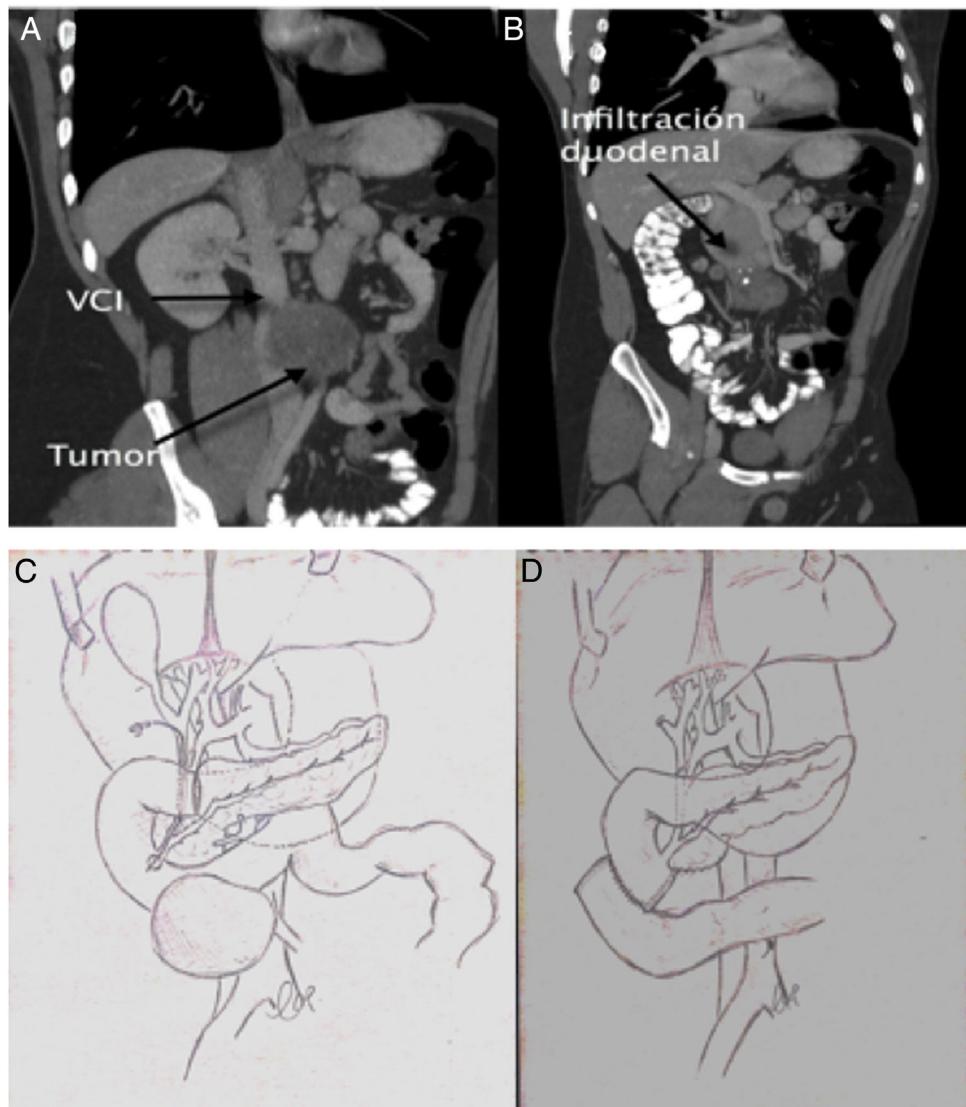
A y B) Imagen de la tomografía axial en cortes coronales de la lesión quística infiltrando duodeno y grandes vasos. C) Imagen de la situación del tumor con respecto a la papila. D) Imagen de la reconstrucción digestiva tras resección duodenal.
